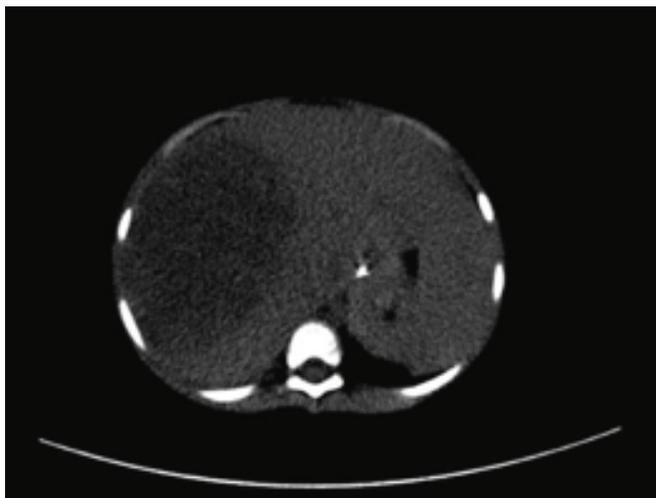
Tomografía computada abdominal con imagen hipodensa en lóbulo derecho compatible con absceso hepático.
